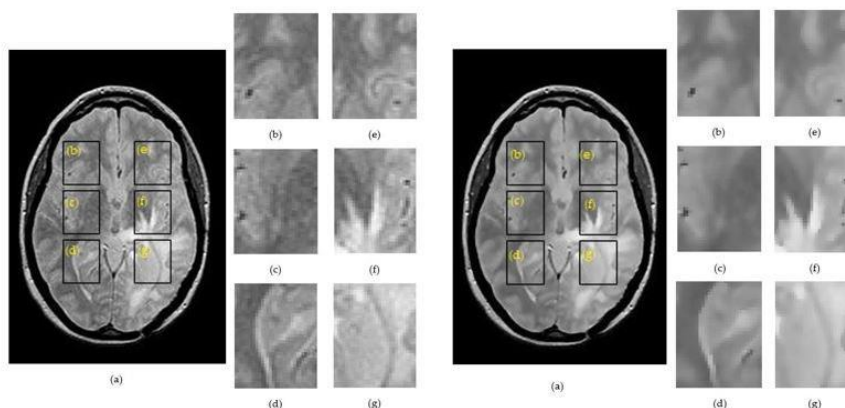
Exemplu de decupare a ROI-urilor pentru o imagine RMN PD a unui pacient diagnosticat cu glioma. În stânga avem, (a) imaginea nefiltrată, (b) ROI 1R; (c) ROI 2R; (d) ROI 3R; (e) ROI 1L; (f) ROI 2L; (g) ROI 3L. În dreapta avem, (a) imagine filtrată, (b) ROI 1R; (c) ROI 2R; (d) ROI 3R; (e) ROI 1L; (f) ROI 2L; (g) ROI 3L.
